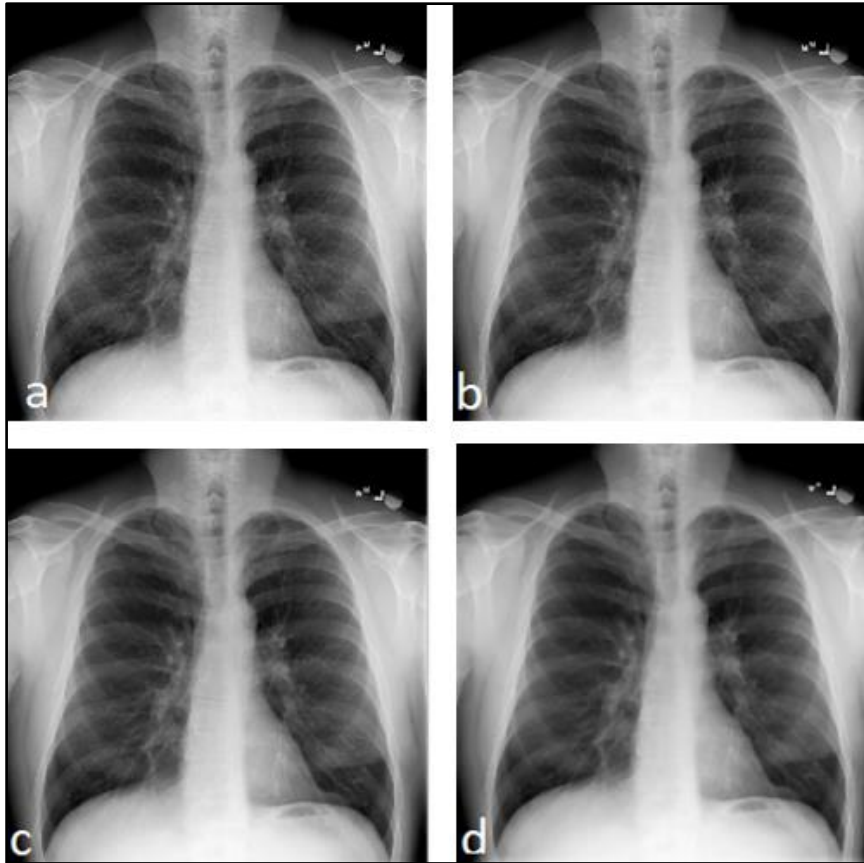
Cliché de face d'une radiographie du thorax. (a)Image originale ;
